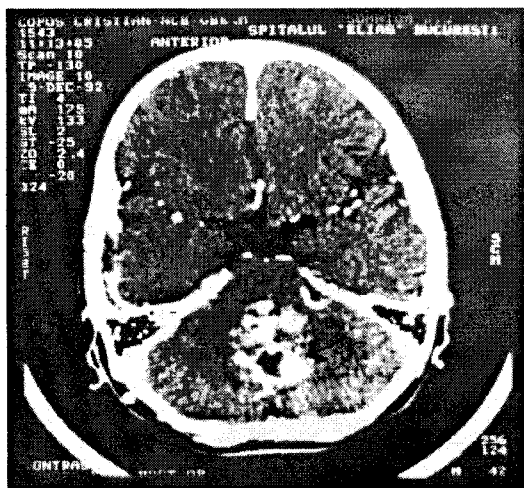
CT-scan: tumoră care ocupă în totalitate ventriculul IV (meduloblastom).
